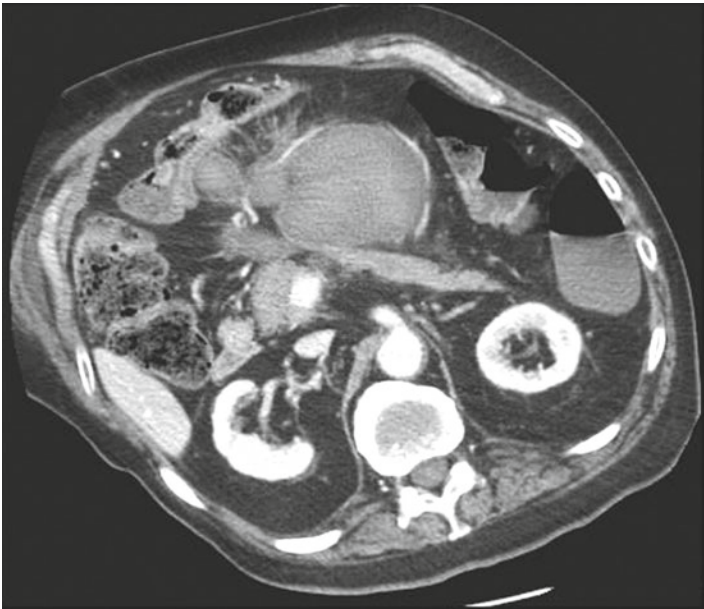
Hématome de la racine du mésentère secondaire à une plaie de l'artère mésentérique supérieure, angio-TDM coupe axiale.
